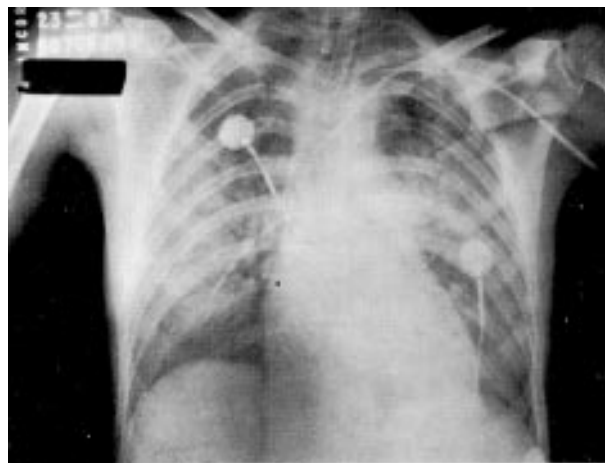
Radiografia do tórax. Infiltrado intersticial difuso bilateral com áreas de broncograma aéreo nos 2 3 inferiores.
